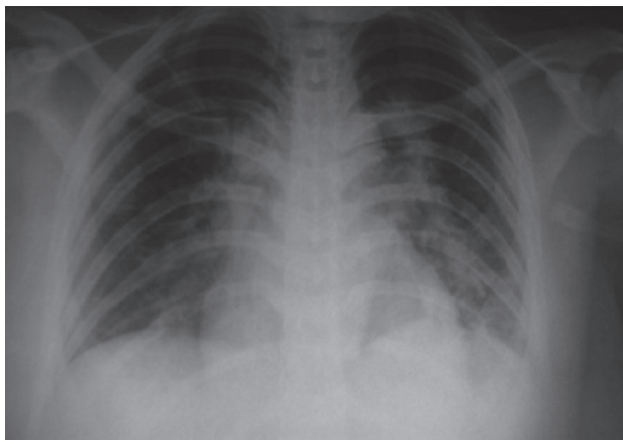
Radiografía de tórax posterior al tratamiento con ácido transretinoico. Se aprecian infiltrados intersticiales bilaterales.
